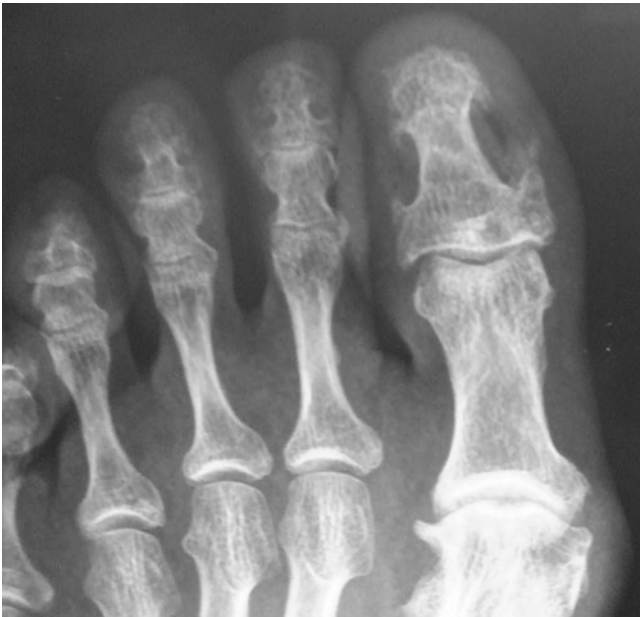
▲ Röntgenbild der Großzehenendphalanx bei Röhrennagel. Man erkennt eine Achsenabweichung des Endgliedes sowie eine Verbreiterung der Basis durch einen nach distal hakenförmig ausgezogenen medialen und einen geringer ausgeprägten lateralen Osteophyten. Die Röntgenaufnahme war vom Radiologen als normal befundet worden
